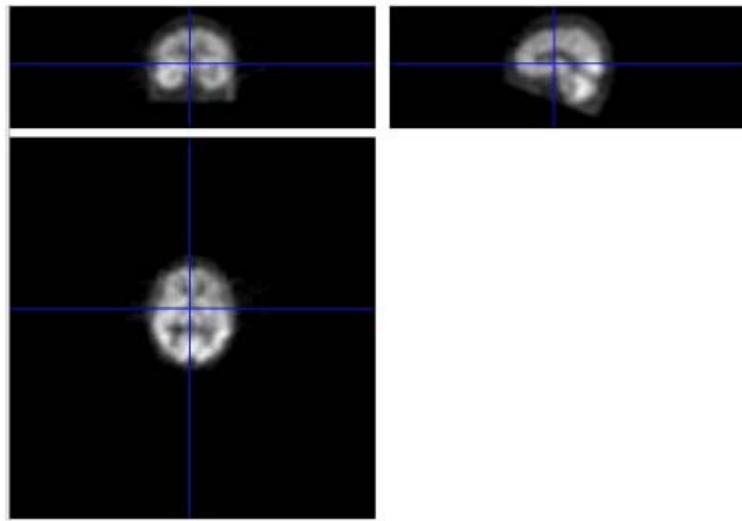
Imagens de SPECT nos três planos no formato Analyse visualizados no programa SPM, na convenção neurológica
